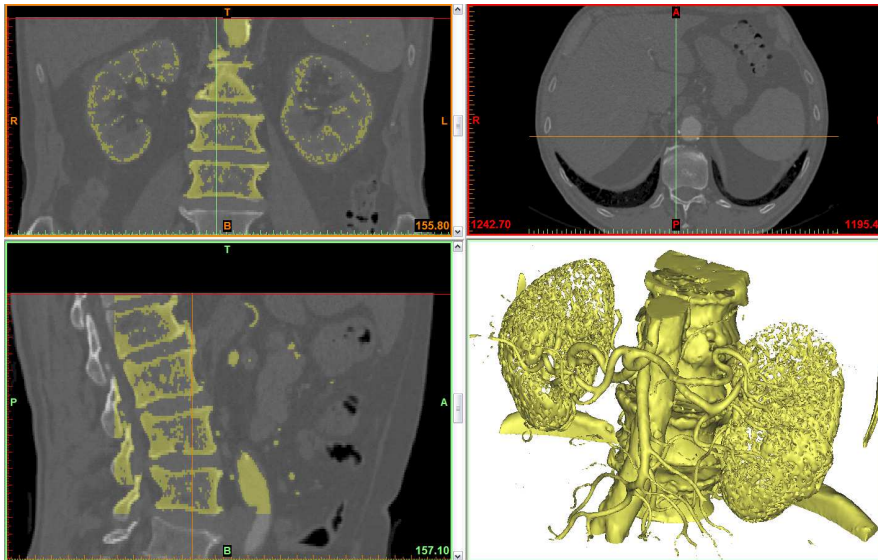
Создание трехмерной геометрии почечной артерии по снимкам КТ
